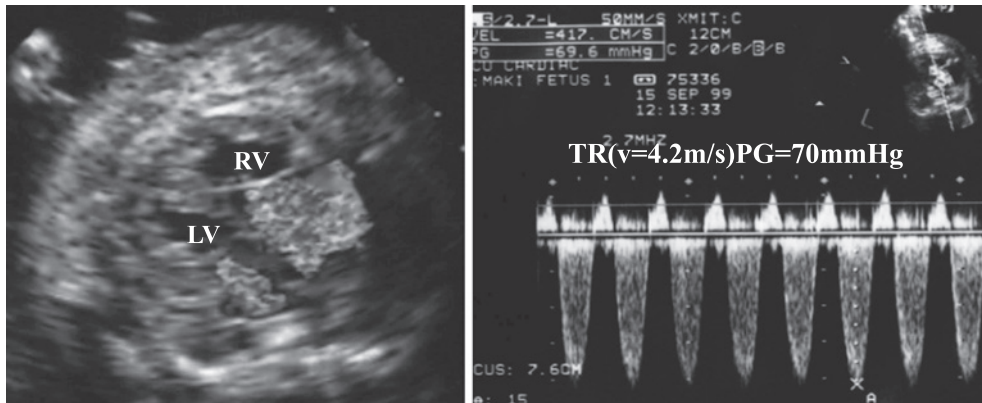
Fetal echocardiogram of the recipient shown in Fig. 2a. Distinctive myocardial hypertrophy is evident at this fetal stage. A 4-chamber view shows a prominent tricuspid and mitral regurgitation. Tricuspid regurgitation (TR) flow is 4.2 m/s, and according to the standard Bernoulli formula (pressure gradient = $4 \times \text{velocity}^2$) the pressure gradient between the right ventricle (RV) and right atrium (RA) is 70 mmHg, a high RV pressure for a fetus. This is the cause of fetal hydrops in the recipient.
